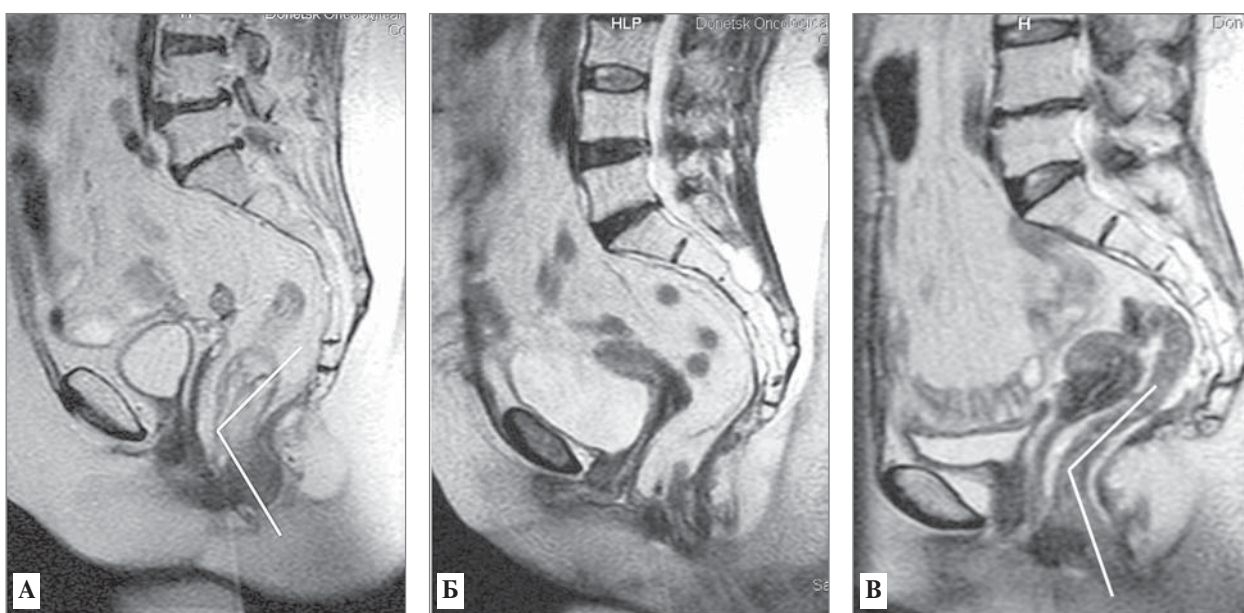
МР-томограмма. Сагиттальная проекция: А — отсутствие патологии — аноректальный угол, определяемый по срединным осям. После брюшноанальной резекции прямой кишки: Б — отсутствие ампулы прямой кишки; В — сглажен аноректальный угол. Пересечена анально-копчиковая связка
